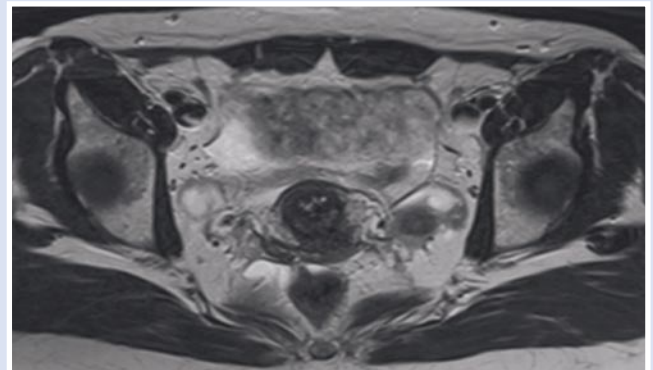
МРТ-картина инфильтративного эндометриоза.
